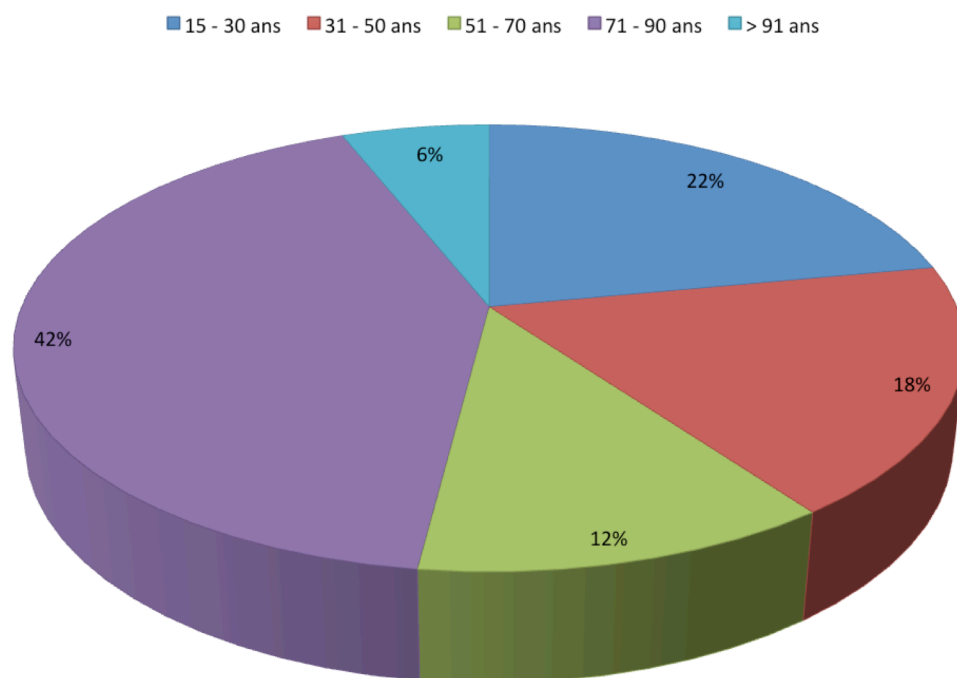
Nombre total de TDM cérébrales réalisées sur l'ensemble de l'échantillon en fonction des tranches d'âge.
